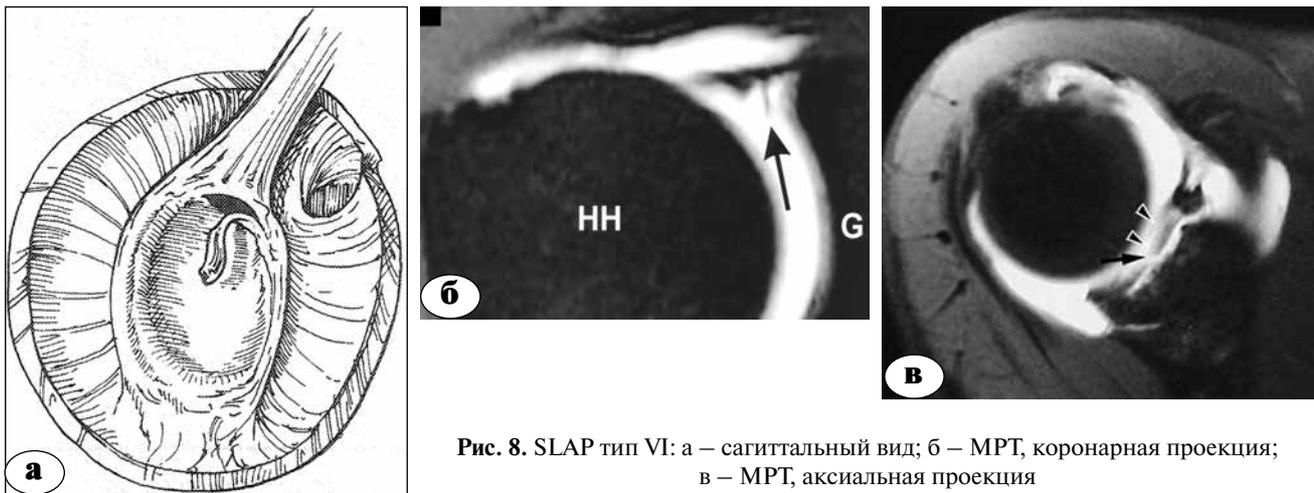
SLAP тип VI: а – сагиттальный вид; б – МРТ, коронарная проекция; в – МРТ, аксиальная проекция
